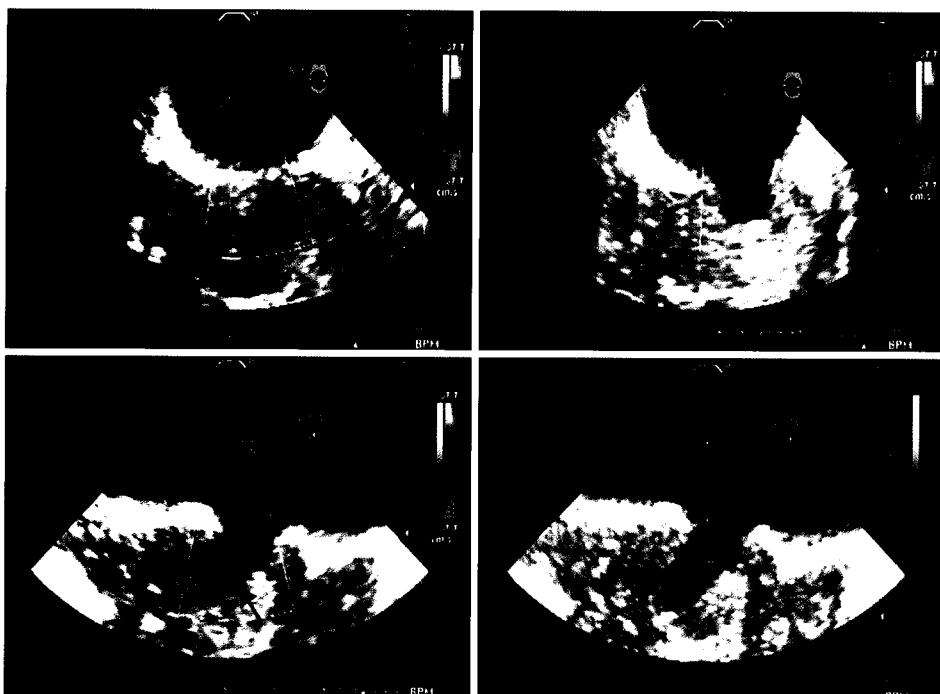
Preoperative transesophageal echocardiogram shows fistula formation (arrow) between descending thoracic aorta and left lower lobe of lung parenchyme.
